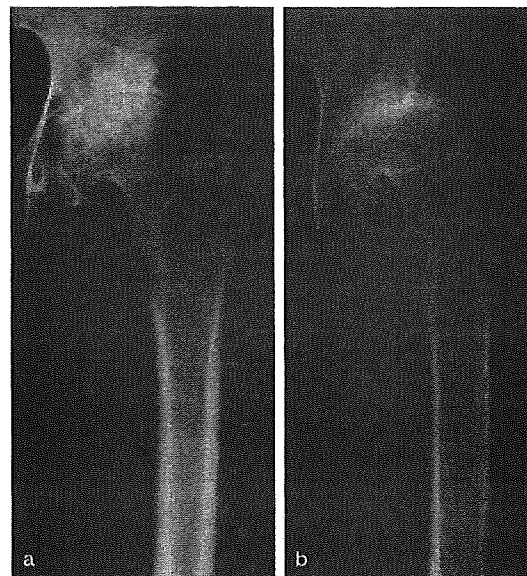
症例3（女，亜脱臼性OA）の股関節前X線前後像
